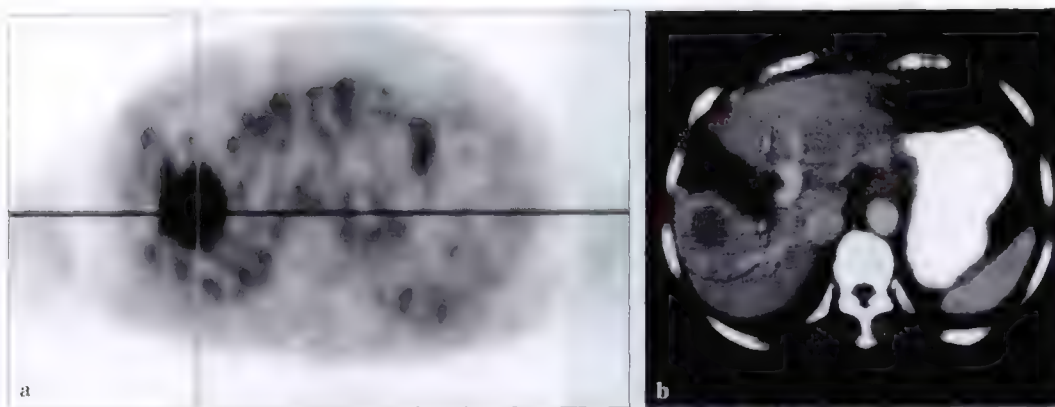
肝癌 ^{18}F -FDG PET 显像
